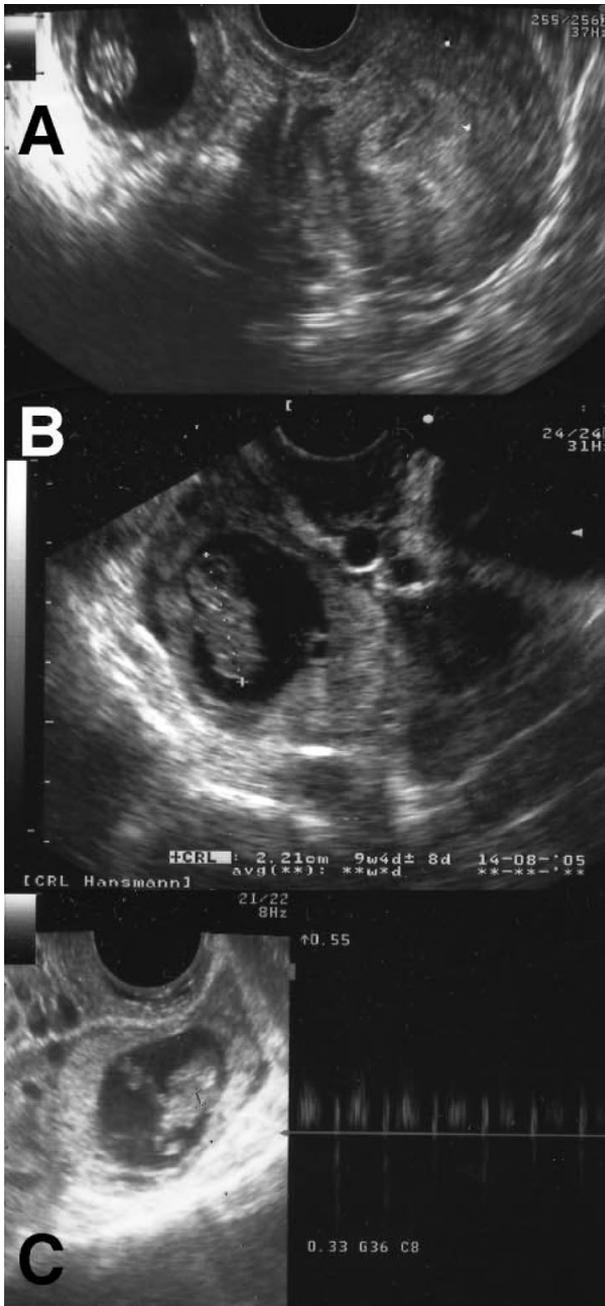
Echographie vaginale. A, coupe coronale, montrant la grossesse ectopique, à gauche, et l'utérus, à droite. B, mesure de la longueur tête-fesses de l'embryon : 22,1 mm, équivalent à 9 semaines et 4 jours. C, Activité cardiaque de l'embryon, mise en évidence par Doppler pulsé.
